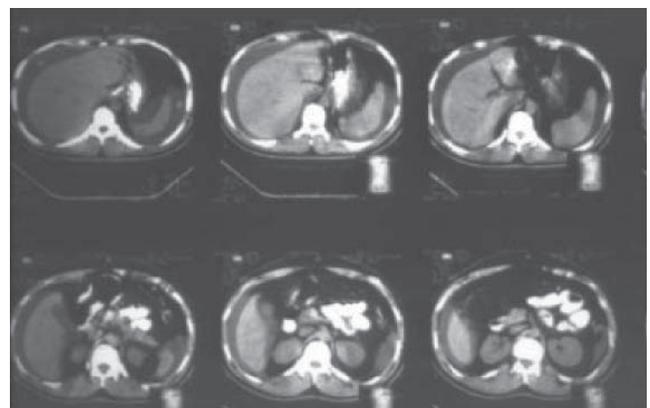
TAC de abdomen: líquido libre en cavidad (ascitis moderada).
